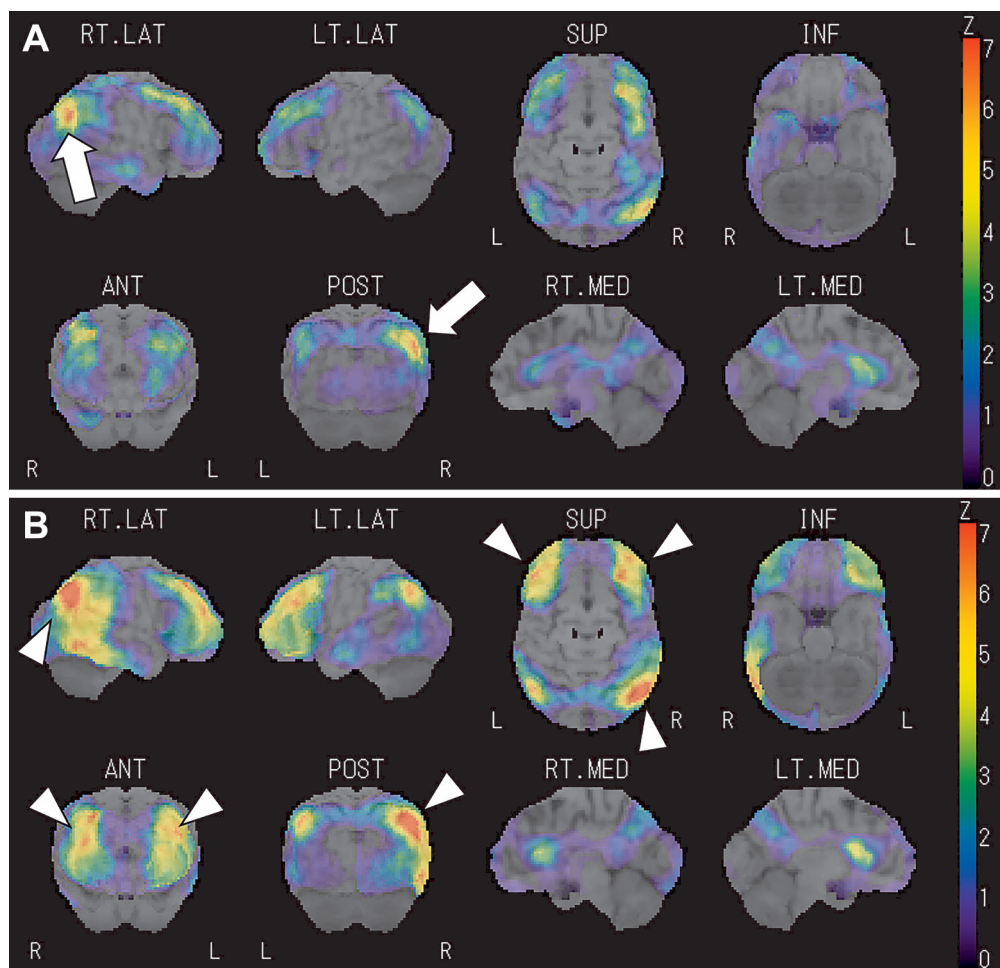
Brain perfusion SPECT findings.
